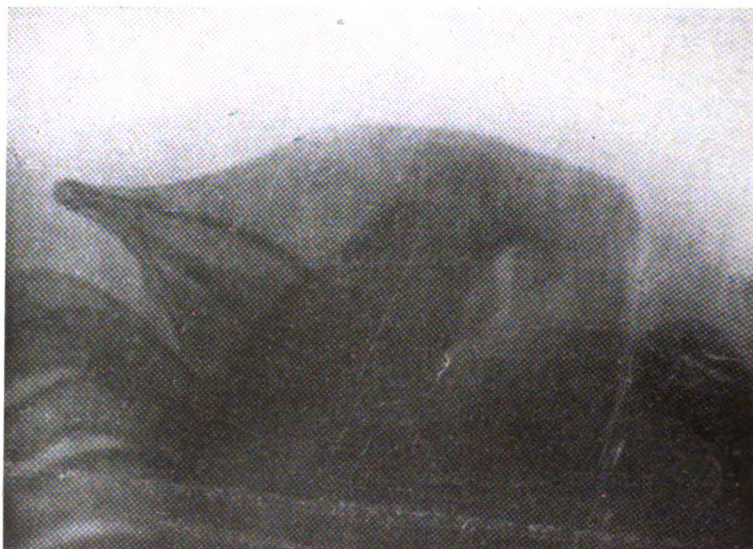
Radiographie supéro inférieure de l'épine de l'omoplate.
